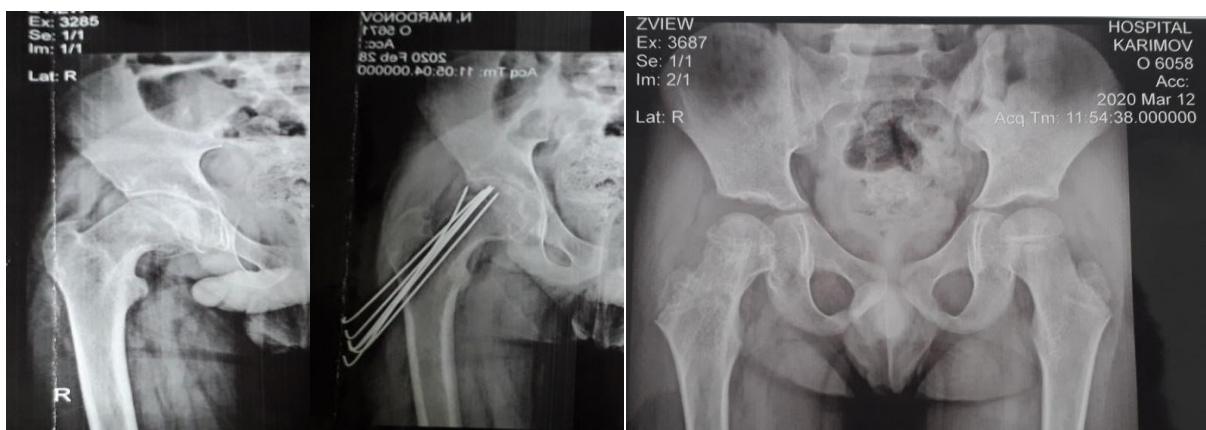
Рентгенограмма больного К. 10 лет. Диагноз: ЮЭГБК. До операции и после операции перкутанного остеосинтеза.
